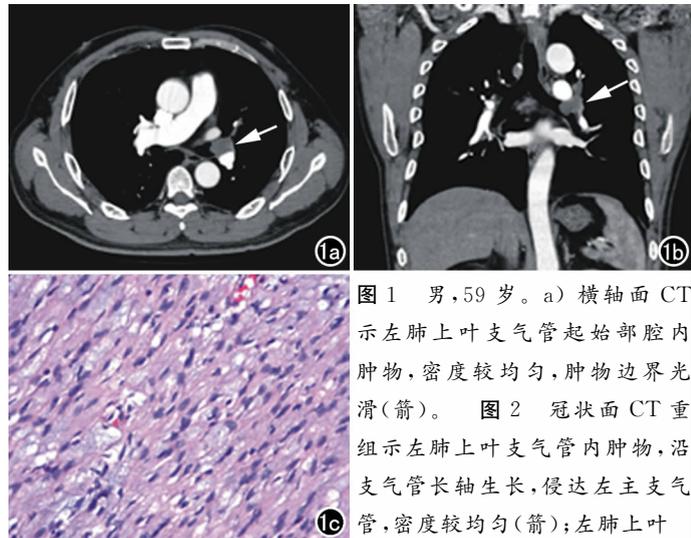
男,59岁。a)横轴面CT示左肺上叶支气管起始部腔内肿物,密度较均匀,肿物边界光滑(箭)。图2 冠状面CT重组示左肺上叶支气管内肿物,沿支气管长轴生长,侵达左主支气管,密度较均匀(箭);左肺上叶
